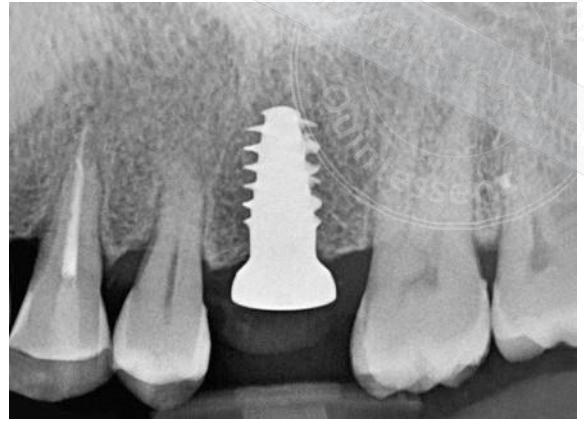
Radiografia periapicale postoperatoria.
